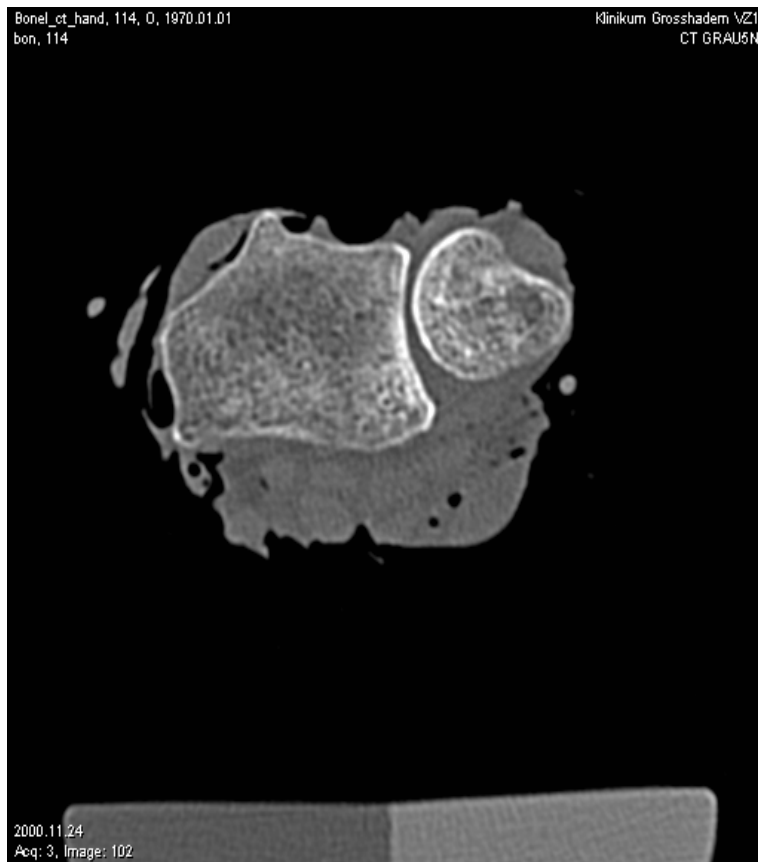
Multi-Slice-Computertomographie des distalen Radius (Somatom Volume Zoom, Siemens, Erlangen) mit Knochenphantom.
